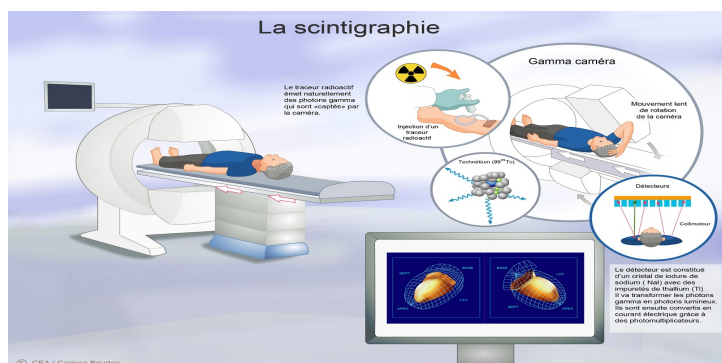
La scintigraphie [17]
